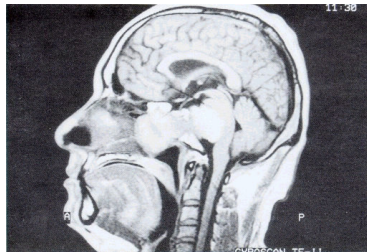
Imagen estructural sagital. Imágenes de este tipo (RM estructural) son complementadas con las imágenes de la secuencia BOLD.
